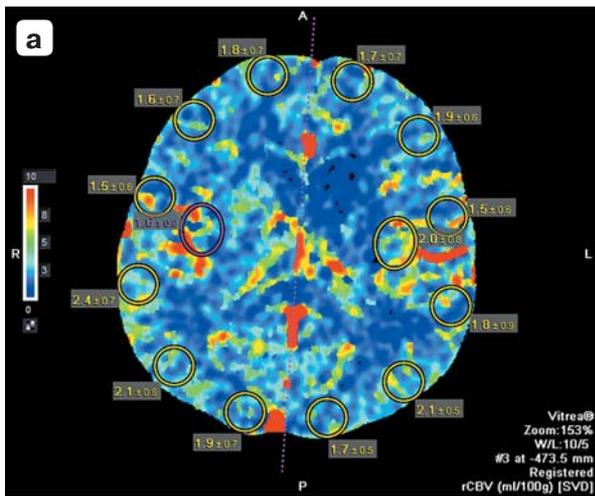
а–в. КТ – перфузия головного мозга, выполненная спустя 5 дней после тромбэкстракции из правой ВСА, межполушарная асимметрия перфузии головного мозга отсутствует
